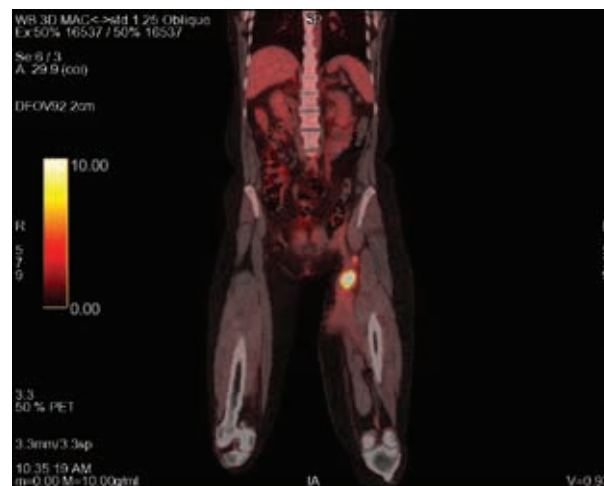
ПЭТ-КТ от 25 октября 2019 г.: очаг по передней поверхности левого бедра, левой паховой связки
